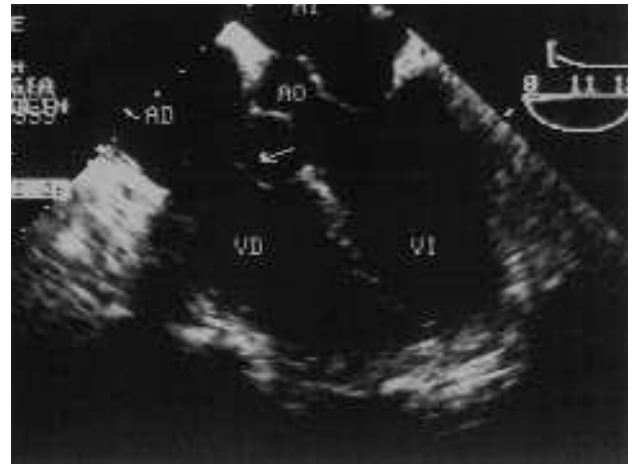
Ecocardiograma transesofágico en modo bidimensional donde se aprecia el aneurisma del seno de Valsalva derecho (flecha) que protruye en la aurícula derecha (AD). AI: aurícula izquierda; AO: aorta; VD: ventrículo derecho.
